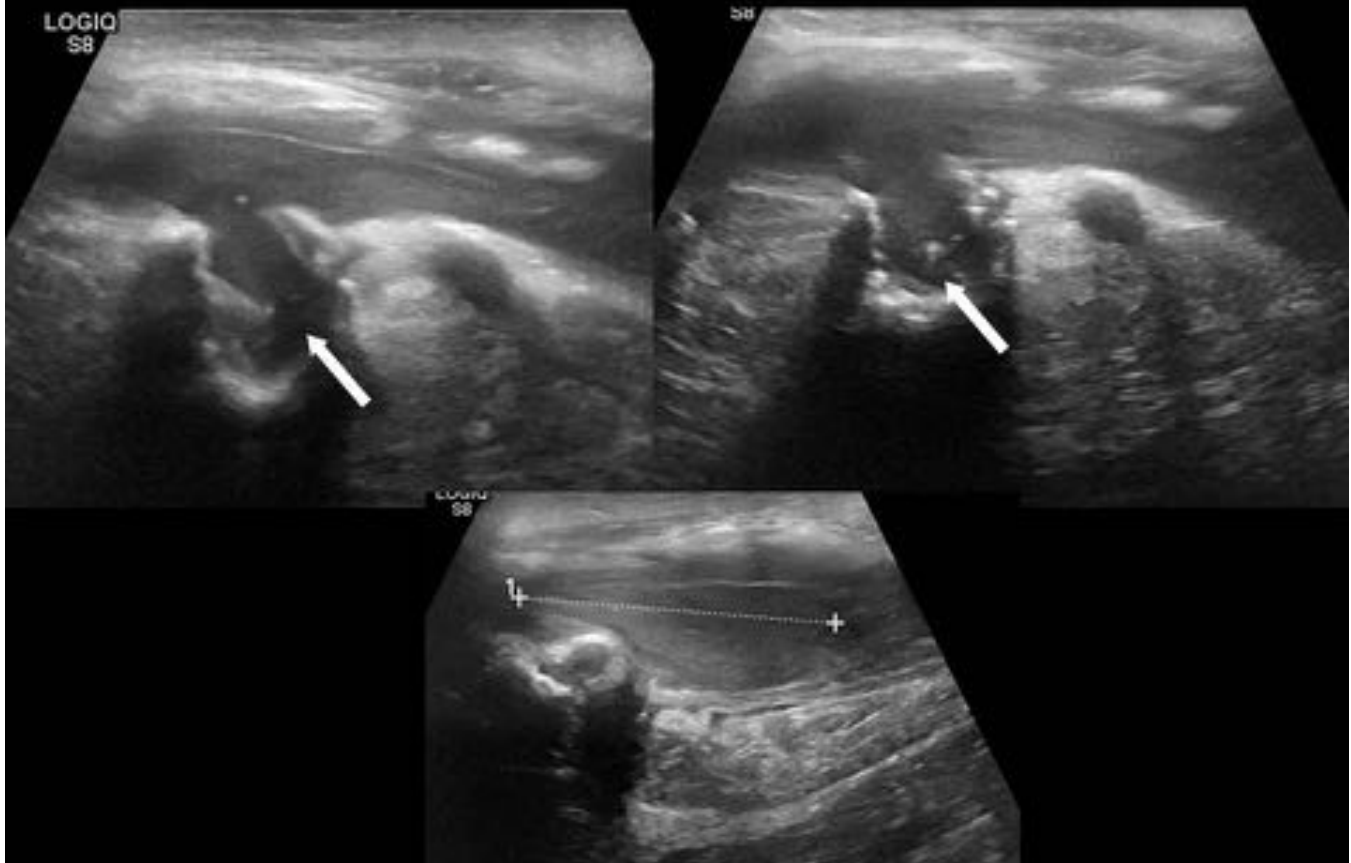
Colección anfractuosa en tejido celular subcutáneo sin señal Doppler compatible con hematoma abscesificado en contexto clínico.
